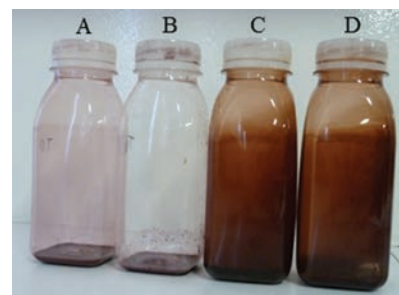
Garrafas PET com o depósito formado durante o armazenamento: A) sem tratamento; B) com adição de SO_2 ; C) tratado por APH a 425 MPa; D) tratado por APH a 500 MPa
